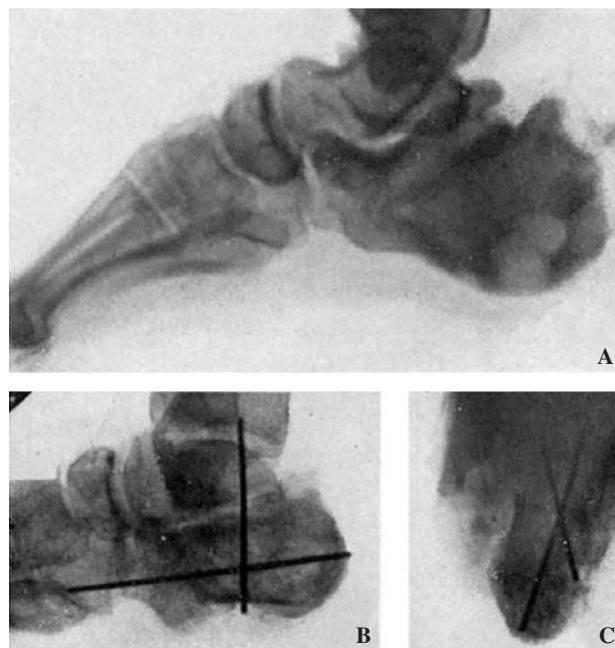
A: Radiografía de un caso de osteomielitis crónica, muy grave, con acentuada destrucción ósea, en un hombre de 41 años. B y C: radiografías de control después de la sustitución del calcáneo por otro del Banco de Huesos, fijado con 2 alambres de Kirschner.
